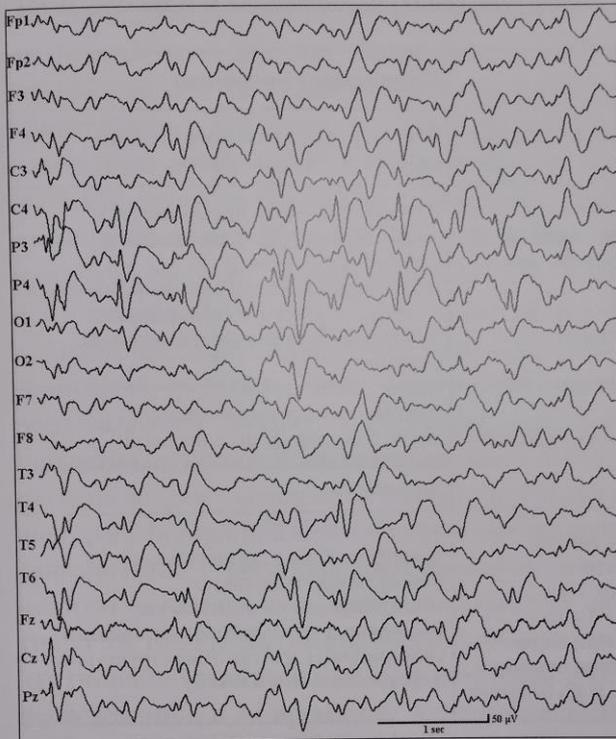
Б. В., м., 1 г. 6 мес. Диагноз: синдром Веста. Характер приступов: с 8 мес. дебют одиночных экстензорных инфантильных спазмов асимметричных с левосторонним акцентом до 100 раз в сутки. На момент исследования – единичные миоклонические экстензорные спазмы. ЭЭГ, бодрствование: модифицированная гипсаритмия с региональным компонентом в правой центрально-теменно-височной области. В неврологическом статусе: взгляд не фиксирует, плавающие движения глазных яблок, глазные щели $D < S$, расходящееся косоглазие, сглаженность левой носогубной складки, горизонтальный нистагм, псевдобульбарный синдром, тетрапарез, смешанный гипертонус, больше в руках, гиперрефлексия, расширение рефлексогенных зон, патологические рефлексы, задержка психоречевого развития. Компьютерная томография головного мозга: признаки атрофии с акцентом в правой гемисфере мозга
